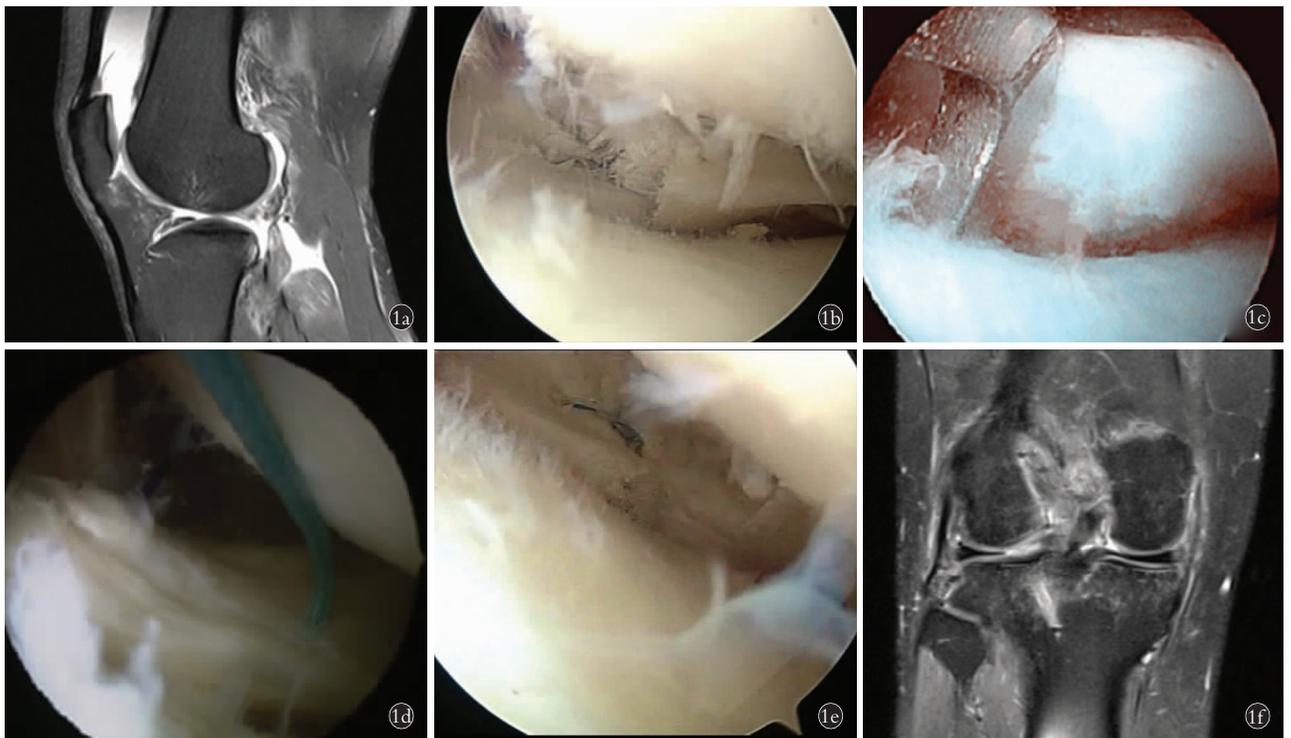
患者,男,39 岁,外侧半月板后根部撕裂 1a. 术前 MRI 矢状面示外侧半月板后根部显示不清 1b. 术中关节镜下发现外侧半月板根部撕裂 1c. 术中关节镜下胫骨骨隧道的建立 1d. 术中关节镜外侧半月板后根部的缝合 1e. 关节镜下证实半月板后根复位稳定 1f. 术后 1 年冠状面 MRI 示后根部愈合,并可见隧道影
